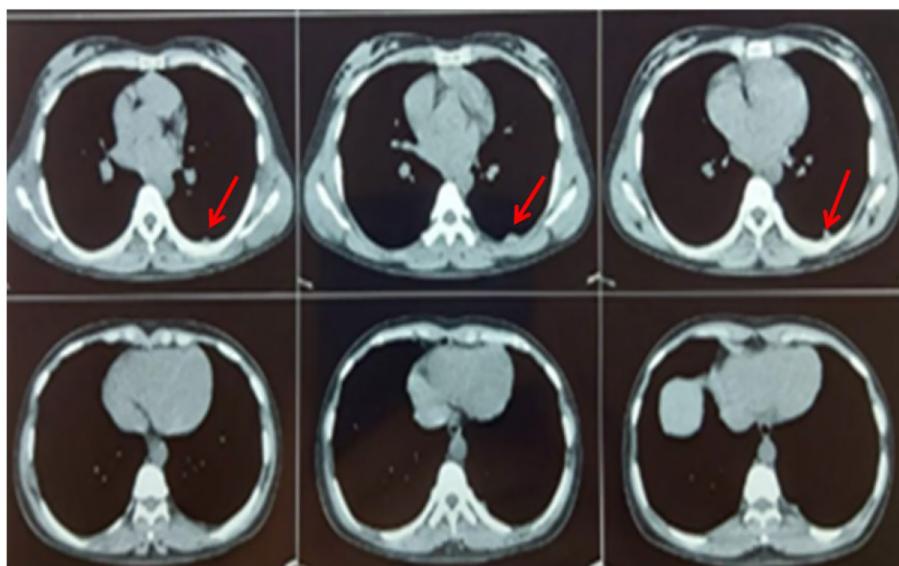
Tomografía axial computarizada con ventana mediastinal con el signo de skarby (flecha roja).
